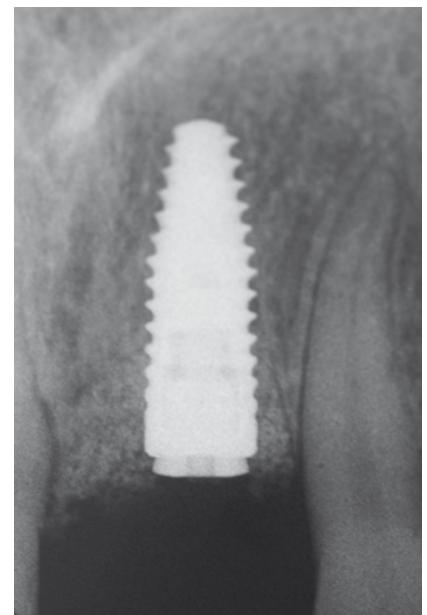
Radiographie de contrôle à 4 mois.
